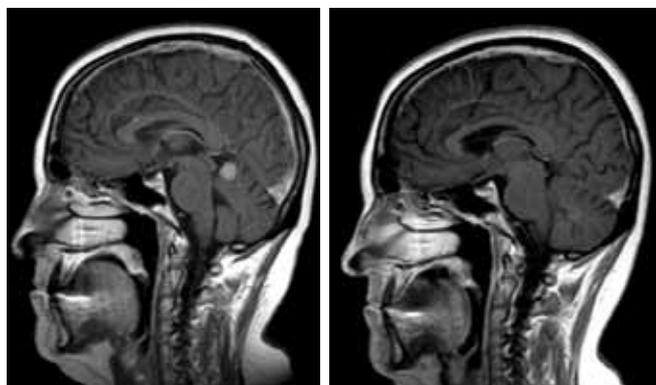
МРТ больной Г. до и после проведения 6 курсов капецитабина. Второй из 2 метастазов
